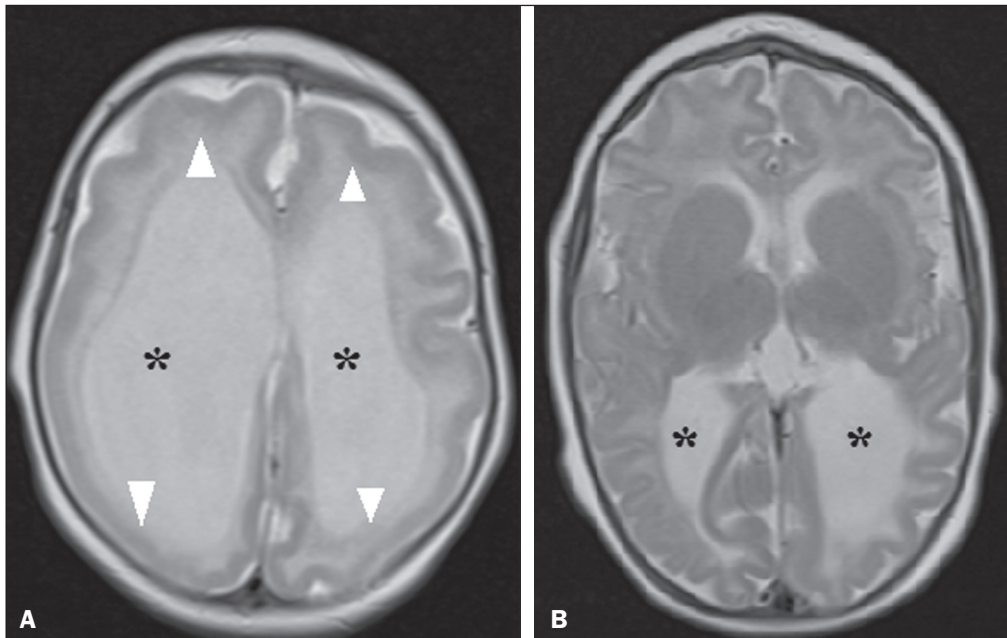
A: Paciente com 7 meses de idade. Ressonância magnética, T2, corte axial demonstrando aumento difuso dos ventrículos laterais (asteriscos) e simplificação do padrão gíral (cabeças de setas). B: Paciente com 8 meses de idade. Ressonância magnética, T2, corte axial demonstrando dilatação assimétrica das porções posteriores dos ventrículos laterais (asteriscos), configurando padrão colpocefálico.
